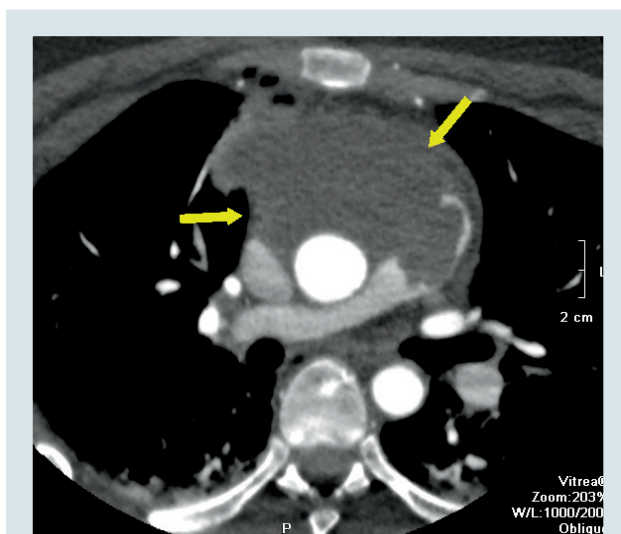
Комп'ютернотомографічне сканування пацієнтки К. (історія хвороби № 6207)
